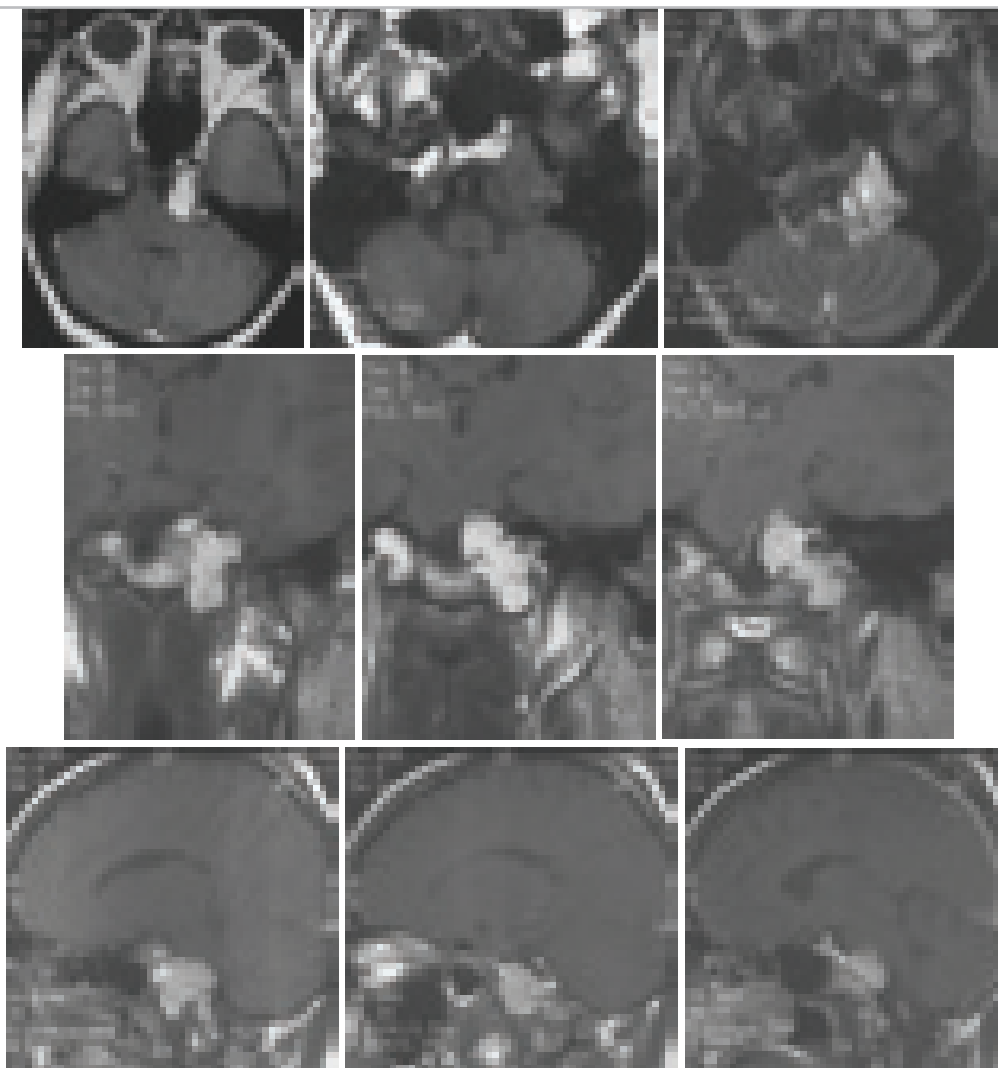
Хордома паракливусной локализации. Аксиальные МРТ в T1 и T2 режиме, фронтальные и сагиттальные МРТ в T1 режиме.
